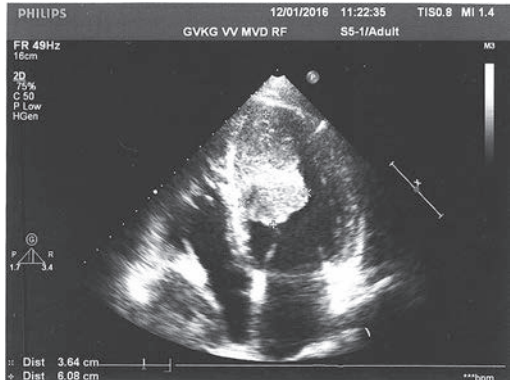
Эхокардиографическая картина в динамике через 2 мес: увеличение размеров опухоли левого желудочка
